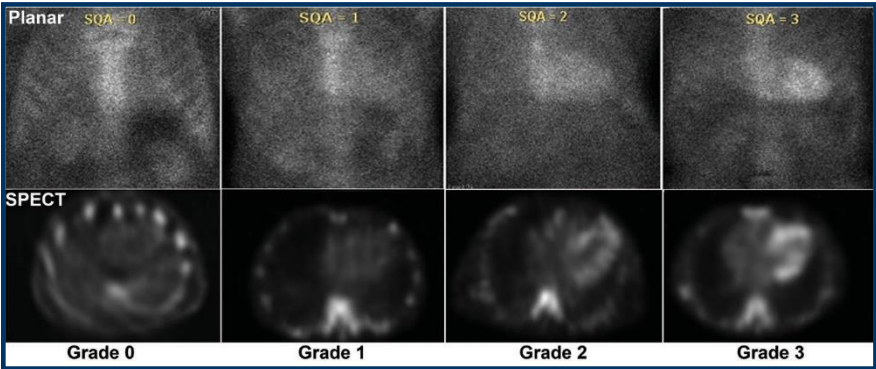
プラナー画像およびSPECT画像での^{99m}Tc-PYP取り込みの評価
